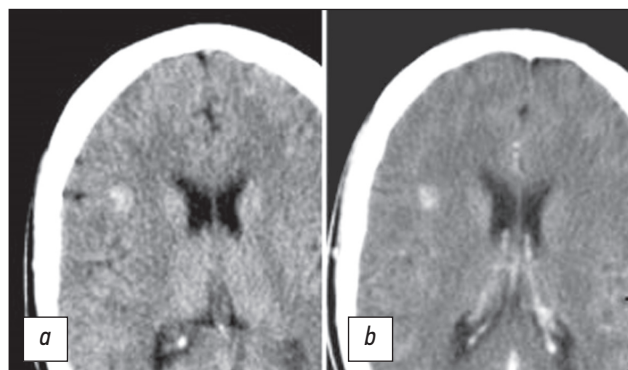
轴向平面上进行的大脑CT断层检查- (a), 并且在施用造影剂 (b) 之后。图像确定了在右额叶上的一个超密度中心, 没有明确的轮廓, 不积累反差药物。
